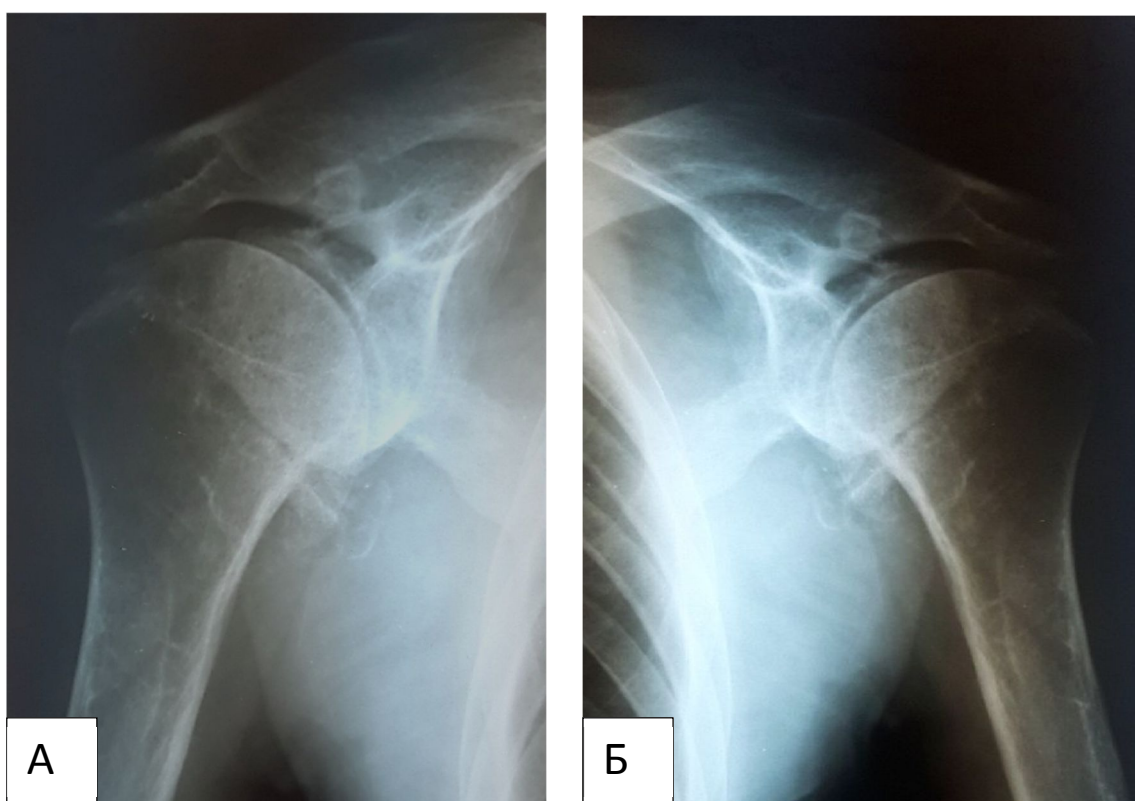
Рентгенограммы правого (А) и левого (Б) плечевых суставов пациента Н. также демонстрируют выраженные дегенеративно-дистрофические изменения на фоне диффузного остеопороза. При УЗИ коленных суставов наблюдался незначительный отек мягких тканей, неравномерное уменьшение толщины гиалиновых хрящей до 1.5-2 мм, признаки синовита, деформация суставной поверхности, единичные остеофиты, что соответствовало явлениям деформирующего остеоартроза
